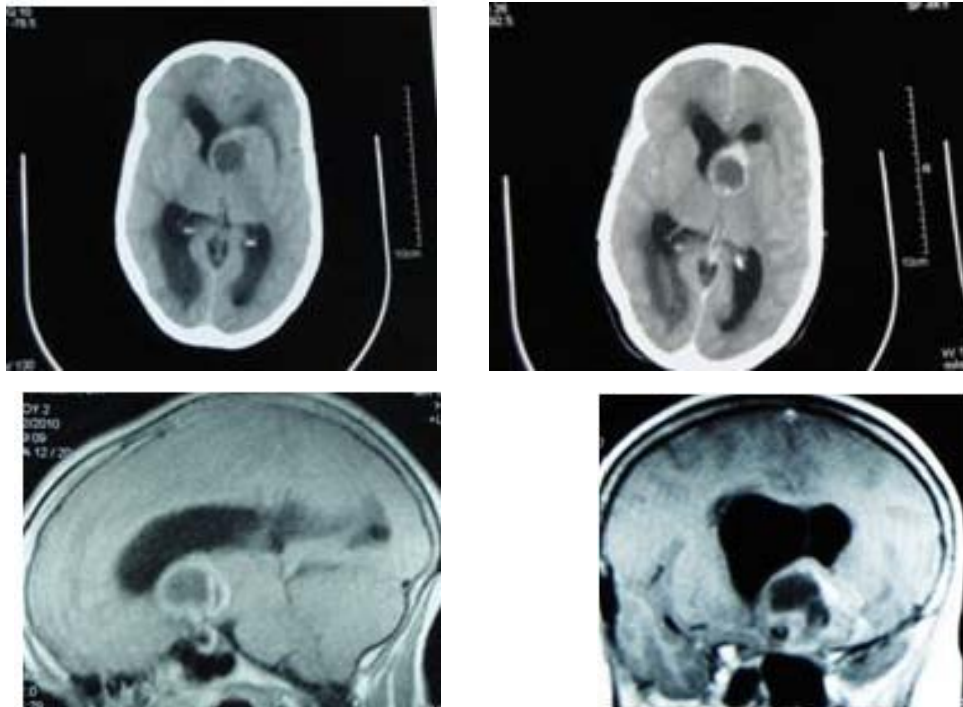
TDM cérébrale de la 2ème patiente présentant un gliome sous-épendymaire
